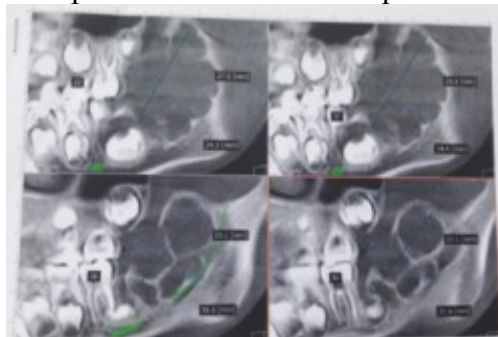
КТ от 14.02.17 пациентки А.
